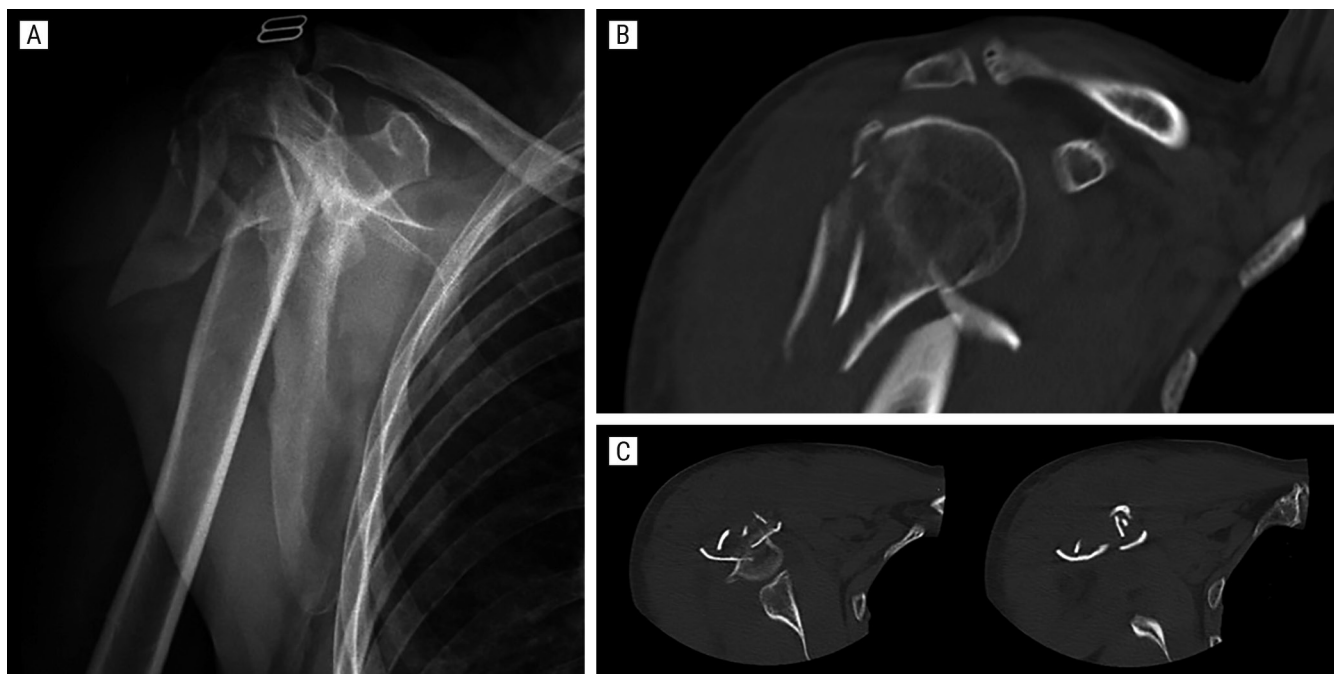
A) Radiografía AP de hombro. Fractura conminuta de la extremidad proximal del húmero. Reconstrucciones TC: coronal (B) y axial (C), donde se puede apreciar con mayor exactitud la posición de los fragmentos.
